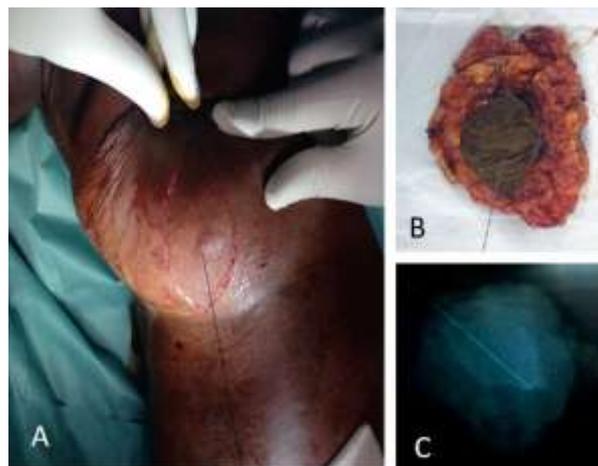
Représentation de la tumorectomie et radiographie de contrôle. A) Harpon en place dans le sein. B) Pièce de tumorectomie. C) Radiographie de la pièce opératoire
